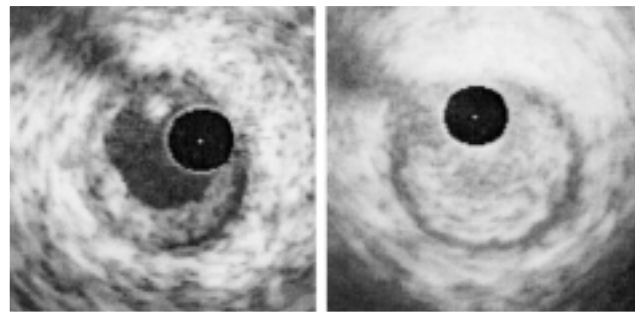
Thrombus et échographie endovasculaire. Image gauche : thrombus mural d'aspect fibreux aspécifique mais secondairement décollé (de 3 à 6 heures) après une inflation par ballonnet. La masse fibreuse décollée laisse entrevoir un aspect en trois couches caractérisant l'aspect normal de l'artère sur ce secteur. Le diagnostic est alors celui d'une fibrose thrombotique : la fibrose athéroscléreuse ne peut se cliver ainsi, il s'agit d'une maladie de l'intima qui détruit la LEI.
